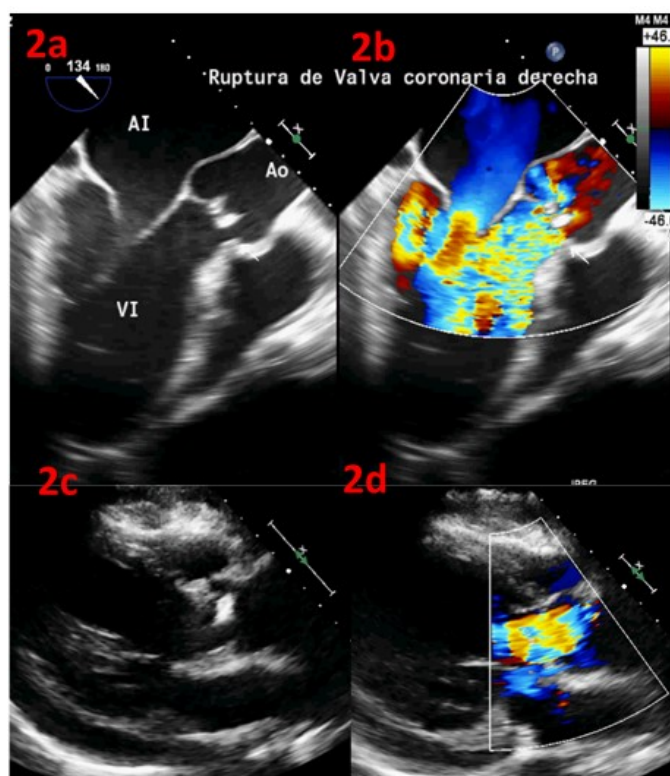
a y b: Ecocardiograma transesofágico mostrando imágenes hiperecogénicas de bordes irregulares sugestivos de vegetaciones en la válvula aórtica y pérdida de continuidad en la valva coronaria derecha, causando insuficiencia severa. Figura 2 c y d: Ecocardiograma transtorácico ventana paraesternal, c) Imagen bidimensional donde se visualiza válvula aórtica con vegetaciones en sus valvas. d) Doppler color en válvula Aórtica, donde se evidencia flujo turbulento en diástole en válvula aórtica por insuficiencia aórtica severa (ocupa casi la totalidad del TSVI)
